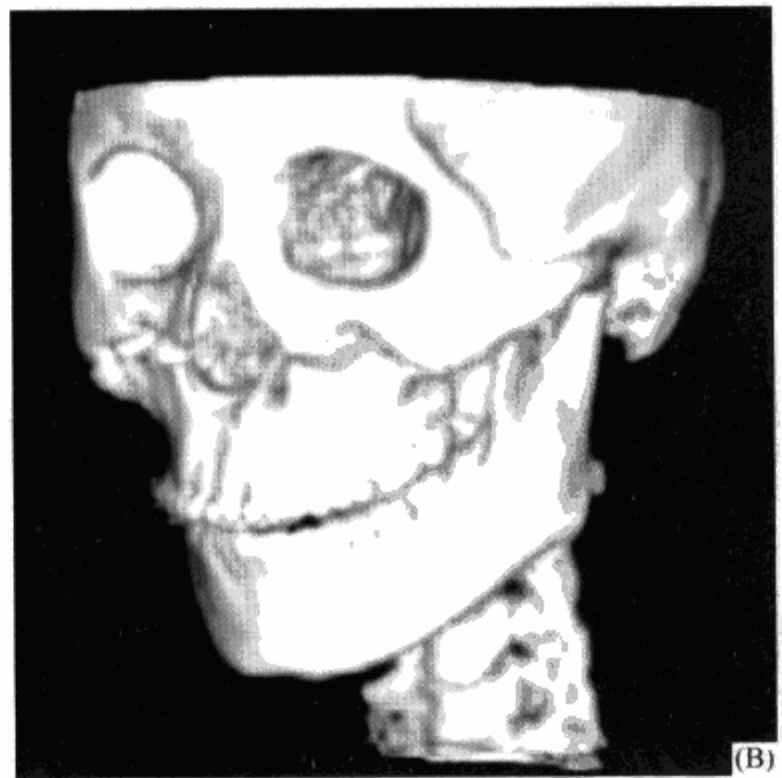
CT 三维重组立体显示颌骨外伤骨折情况
